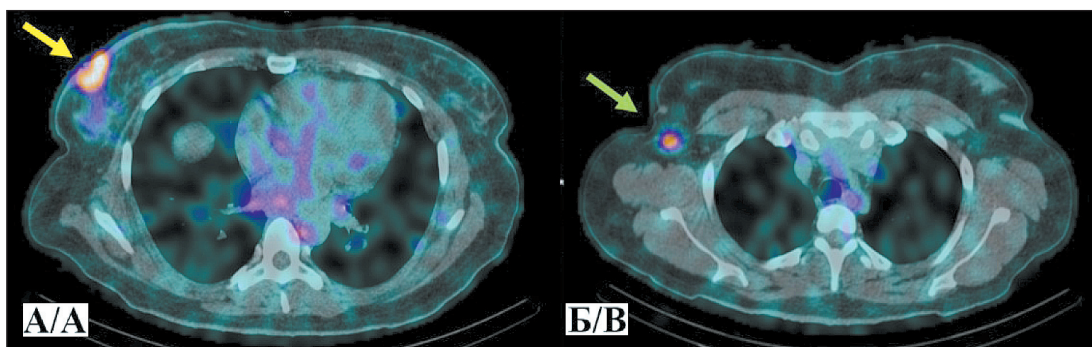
ОФЭКТ/КТ органов грудной клетки больной Д. через 2 ч после инъекции  $[^{99m}\text{Tc}]\text{Tc-DB8}$  в дозировке протеина 80 мкг: А – желтая стрелка указывает на первичную опухоль; Б – зеленая стрелка указывает на метастатический аксиллярный лимфоузел. Примечание: рисунок выполнен авторами
